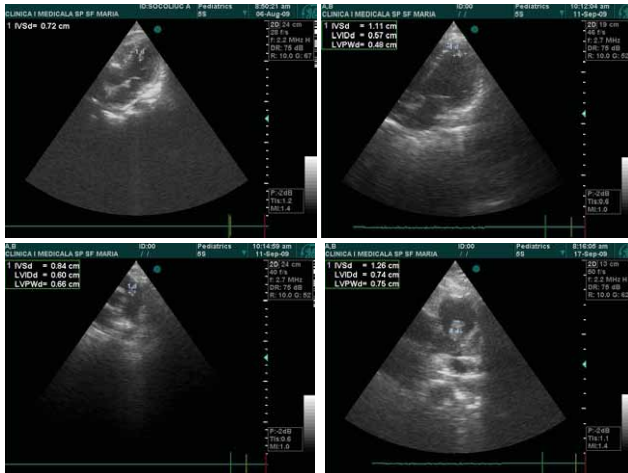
Infective endocarditis – echocardiography
